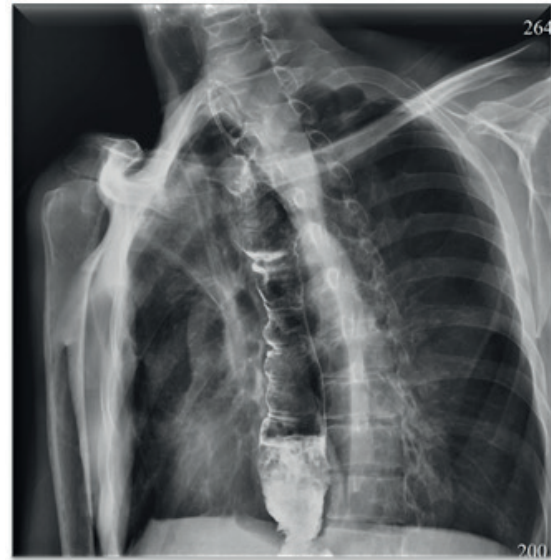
Наблюдение 3. Больной А., 56 лет. Заключительный вид толсто-тонкокишечного трансплантата: а - интраоперационное фото; б - контрастная рентгенограмма, пассаж бариевой взвеси и эвакуация из искусственного пищевода не нарушены.
